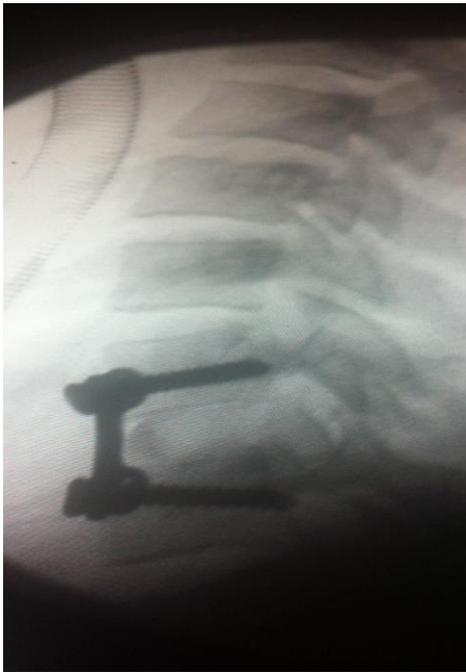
Patient N1 : Radiographique de contrôle post opératoire après Fixation
